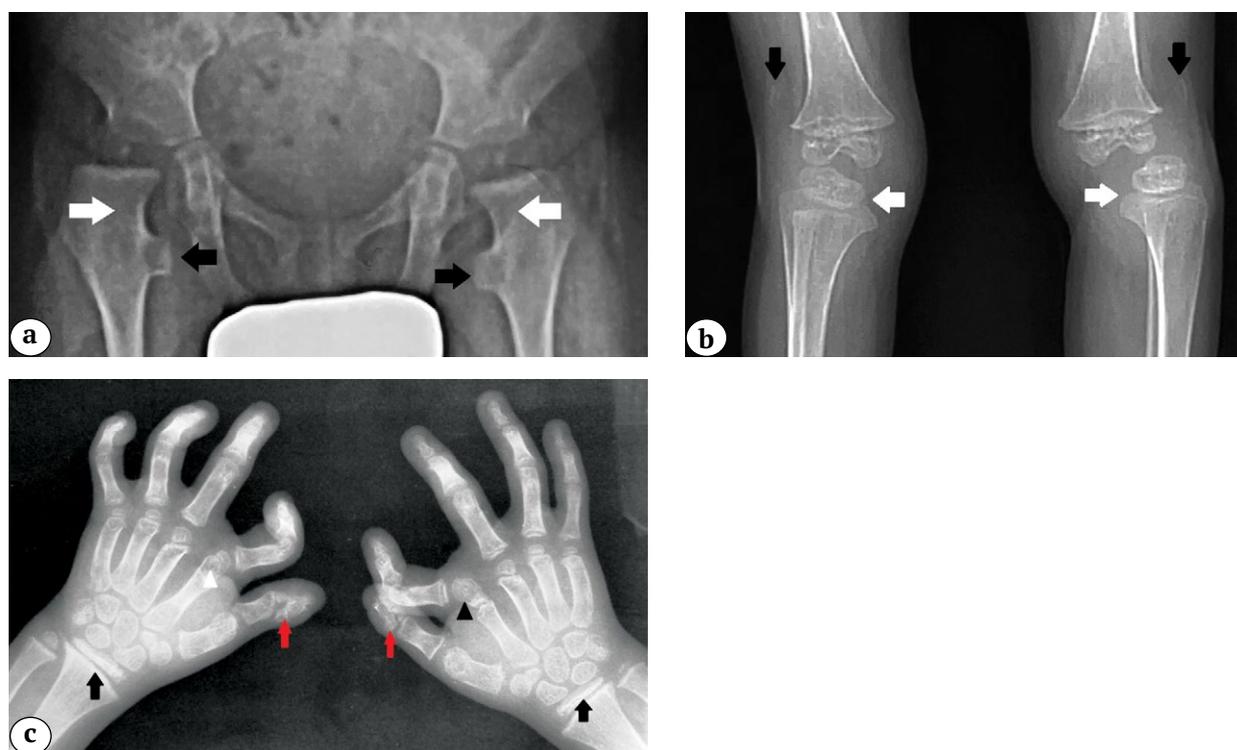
Рентгенограммы пробанда 2:
